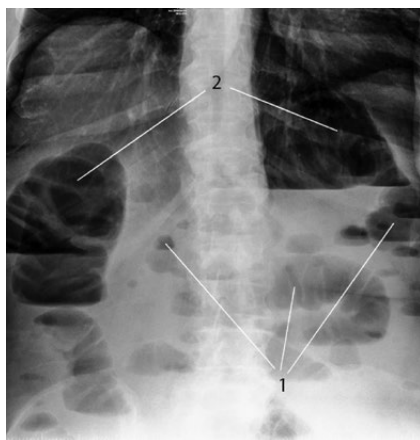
Обзорное рентгенологическое исследование брюшной полости. 1 — множественные пневматизированные петли тонкой кишки на всем протяжении с двух сторон диаметром до 5,0 см с множественными горизонтальными уровнями жидкости в просвете, с формированием тонкокишечных арок и чаш; 2 — горизонтальные уровни жидкости в проекции правого и левого изгибов. Поперечная ободочная кишка расширена до 7,2 см.
